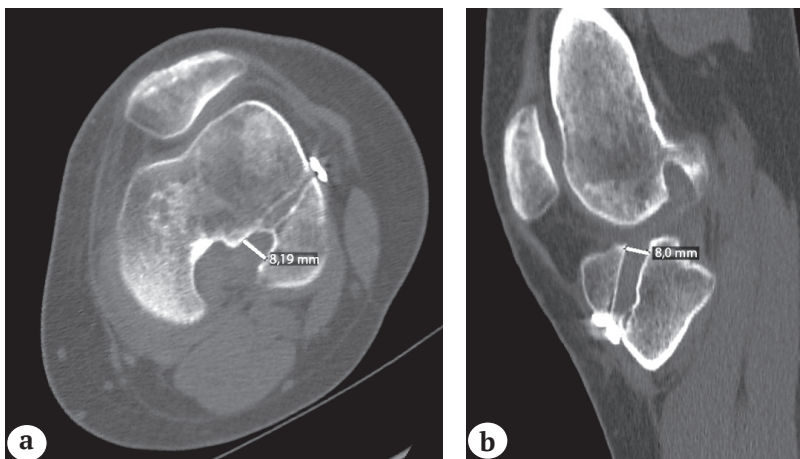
Данные КТ: срезы костных тоннелей бедренной (а) и большеберцовой (б) костей через 6 мес. после операции
